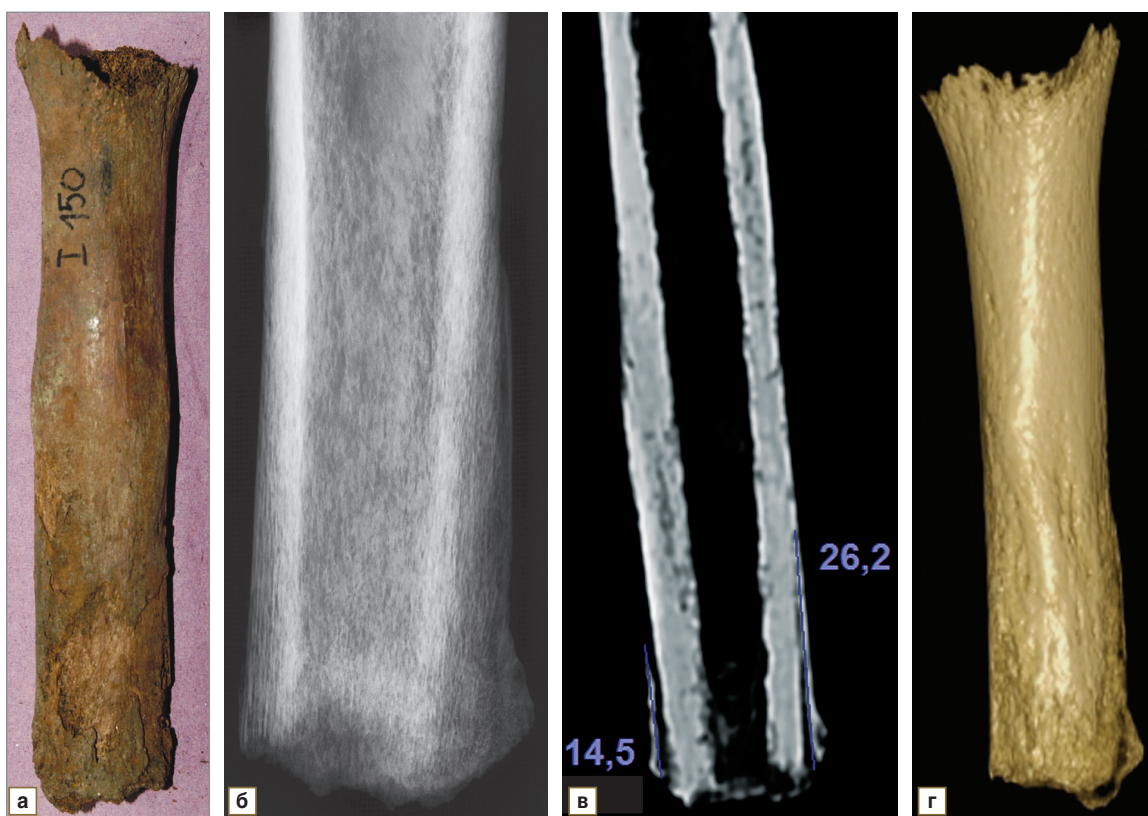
Результаты лучевого исследования ампутационной культи правой плечевой кости с признаками периостоза (а — фото). На цифровой микрофокусной рентгенограмме с прямым 3,2-кратным увеличением изображения (б), конусно-лучевой томограмме (в) и мультисрезовой компьютерной томограмме (г) у латерального края опилов определяется пограничный краниальный остеофит. Край опилов имеет неровный, четкий контур. Отмечается наличие компактной замыкательной пластинки (в). По латеральной и медиальной поверхностям в зоне изменений имеются признаки гиперостоза (б–г). На указанном уровне костно-мозговой канал неравномерно сужен, в его просвете определяют высокоплотные включения. Кортикальные пластинки спонгиозированы, утолщены за счет периостального компонента костной мозоли (в)
